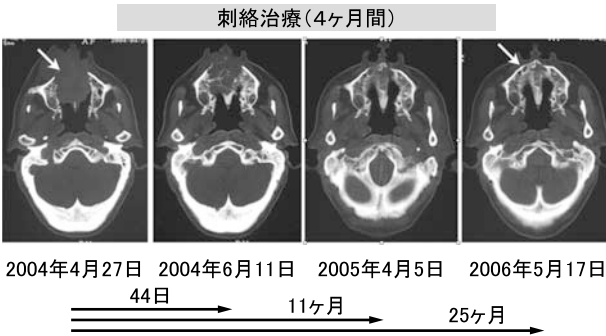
腫瘍による骨破壊及び退縮過程での骨再構成 (CT画像)
